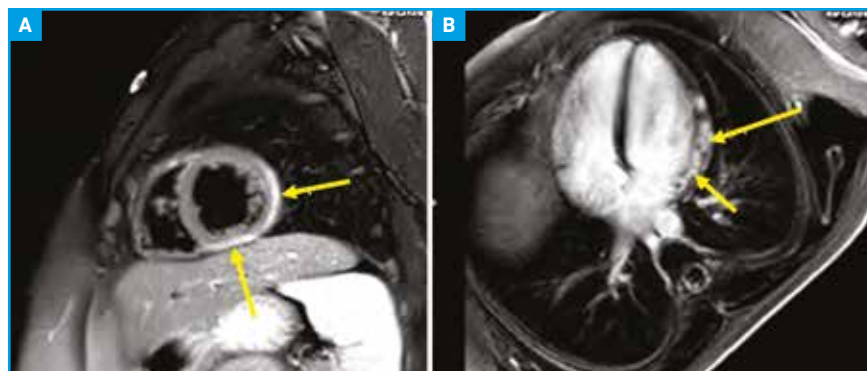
IRM cardiaque avec acquisition sur le thorax en séquence 3DT1 FAT SAT après injection de gadolinium. A : IRM cardiaque coupe sagittale T2 spir. B : IRM cardiaque vue axiale 4 cavités viabilité. Les flèches jaunes indiquent sur les séquences de rehaussement tardif, la présence d'anomalies de clairance du gadolinium de topographie sous-épicaire et intramurale, avec aspect en mottes, respectant le sous-endocarde, en faveur d'une atteinte inflammatoire.
